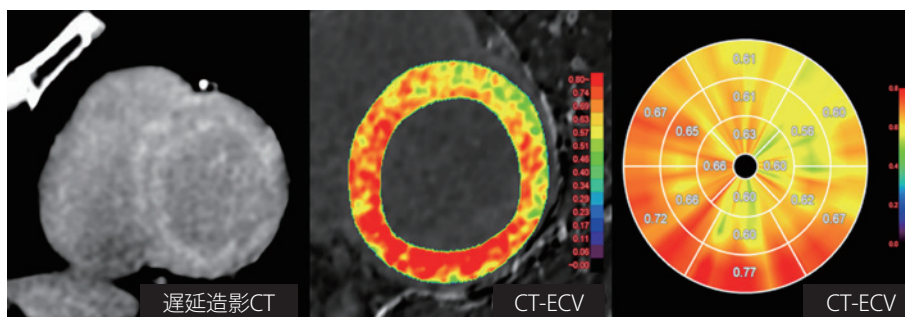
心アミロイドーシスの遅延造影 CT と CT-ECV
